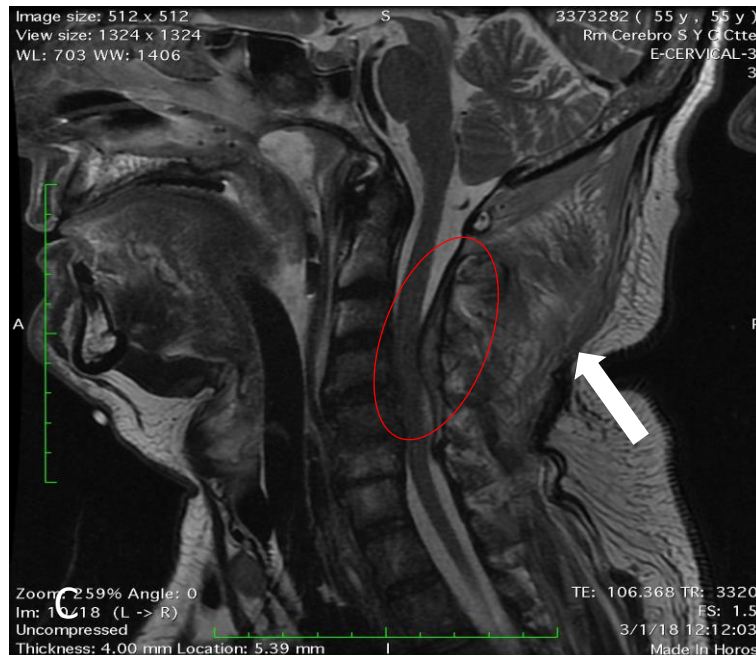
RM realizada con gadolinio; cortes sagital y axial en T2 y T1 respectivamente. Gran colección anfractuosa de 12 cm de longitud, con absceso epidural en niveles C2-C3 y C5-C6, que condiciona mielopatía compresiva a nivel C3-C4 con estenosis de segmentos V2 y V3 de vena yugular interna.
